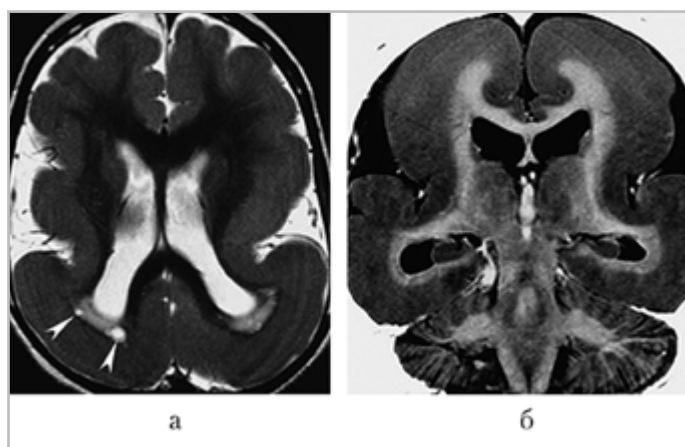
МРТ в аксиальной и коронарной проекциях, режим T2. Больная Д., 7 мес. Расширенная агирия с рефрактерной генерализованной эпилепсией: *а* — коронарный срез, частичное присутствие аномальных расширенных извилин в височных долях; *б* — аксиальный срез; на фоне выраженных агирических изменений коры визуализируется частично сохраненная складчатость в лобных долях
